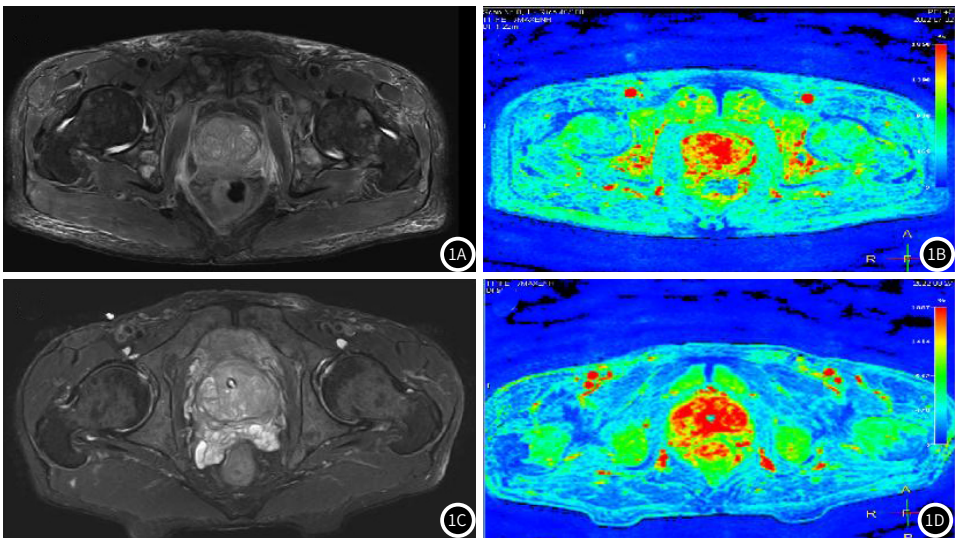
中央区前列腺癌和前列腺增生多参数MRI纹理特征图像。注: 图1A 前列腺癌T₂WI图像; 图1B 前列腺癌ADC图像; 图1C 前列腺增生T₂WI图像; 图1D 前列腺增生ADC图像。
